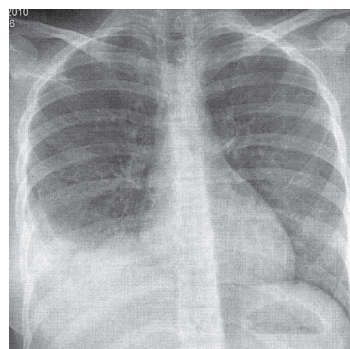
• Radiografia Tórax realizado no SU no D11 de doença.
